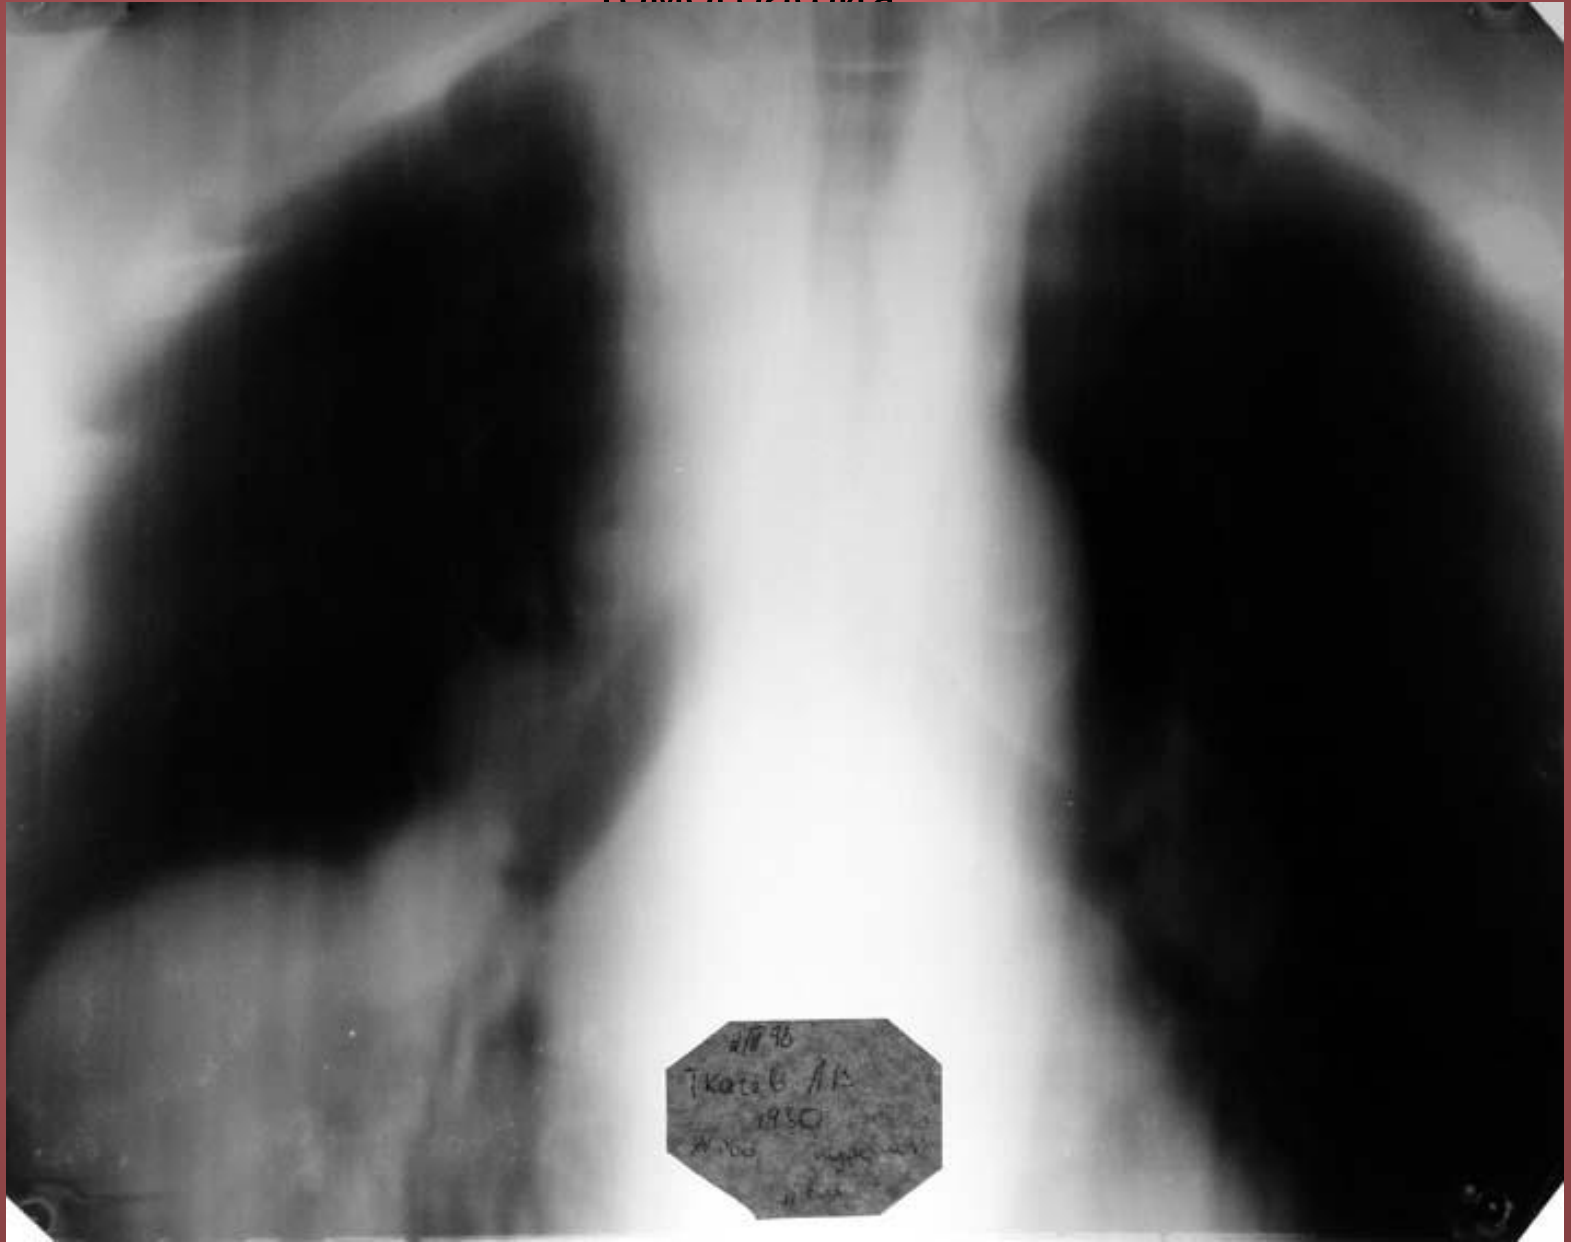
Пациент Т. 45 л. Диагноз: централизация периферического рака 10 сегментарного бронха правого легкого. Томография.
